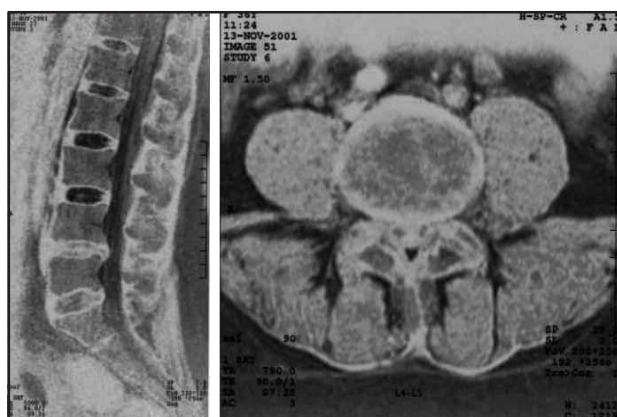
Больная М.Ш., 42 года, МРТ-исследование (до лечения)
